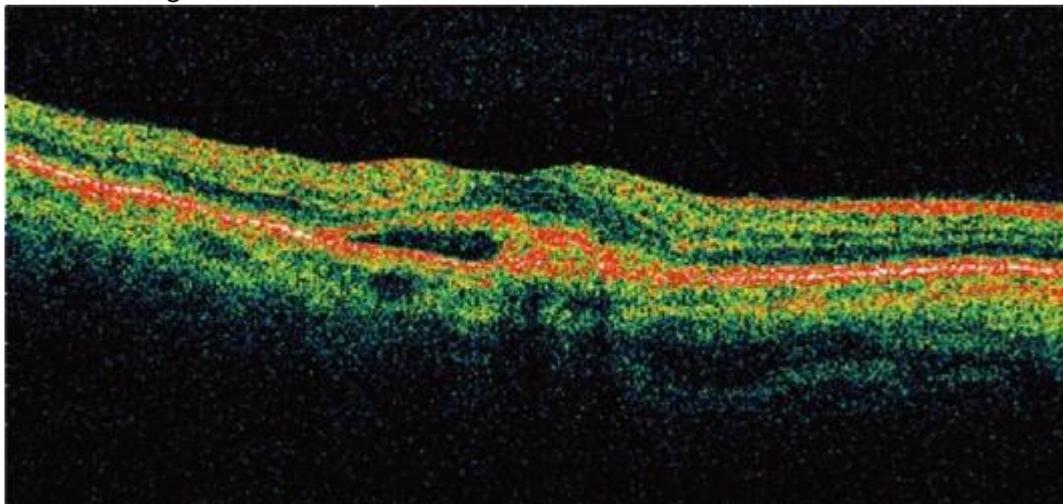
Оптическая когерентная томография. Хориоидальная неоваскулярная мембрана, отслойка ПЭС, отслойка нейроэпителия
